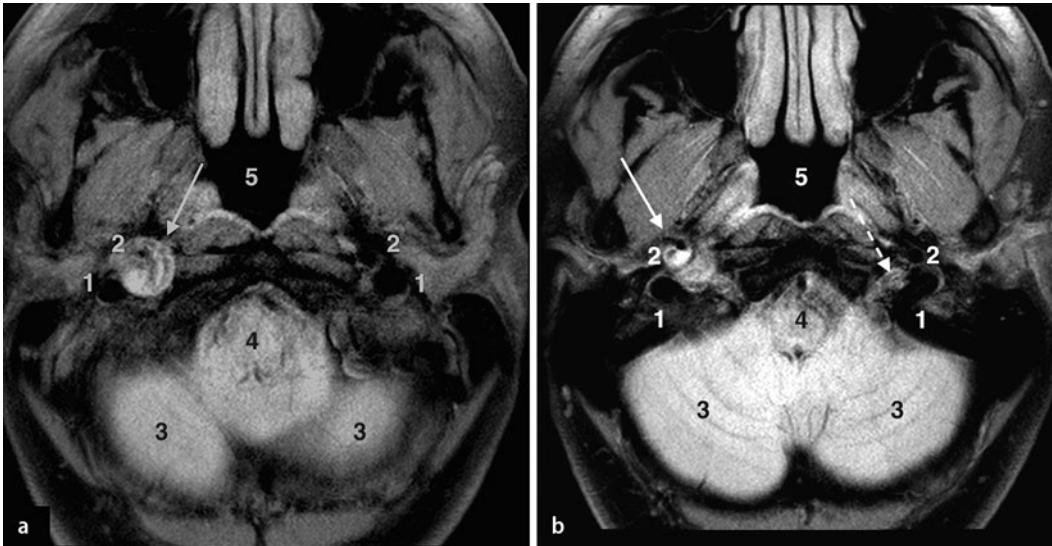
a Magnetresonanztomographie: Die fettgesättigte und flussgesättigte („black blood“) Sequenz zeigt ein schalenförmig konfiguriertes Wandhämatom der A. carotis interna (ACI) rechts in unmittelbarer Nachbarschaft zum Foramen jugulare mit filiformen Restlumina (zentrale Signalauslöschung). 1 V. jugularis interna, 2 ACI, 3 Kleinhirn, 4 Medulla oblongata, 5 Nasopharynx, → Wandhämatom der ACI mit Ausdehnung nach dorsal. b 1 Bulbus V. jugularis interna, 2 ACI, 3 Kleinhirn, 4 Medulla oblongata, 5 Nasopharynx, → Foramen jugulare, → Wandhämatom der ACI mit Ausdehnung nach dorsal bis zum Foramen jugulare
